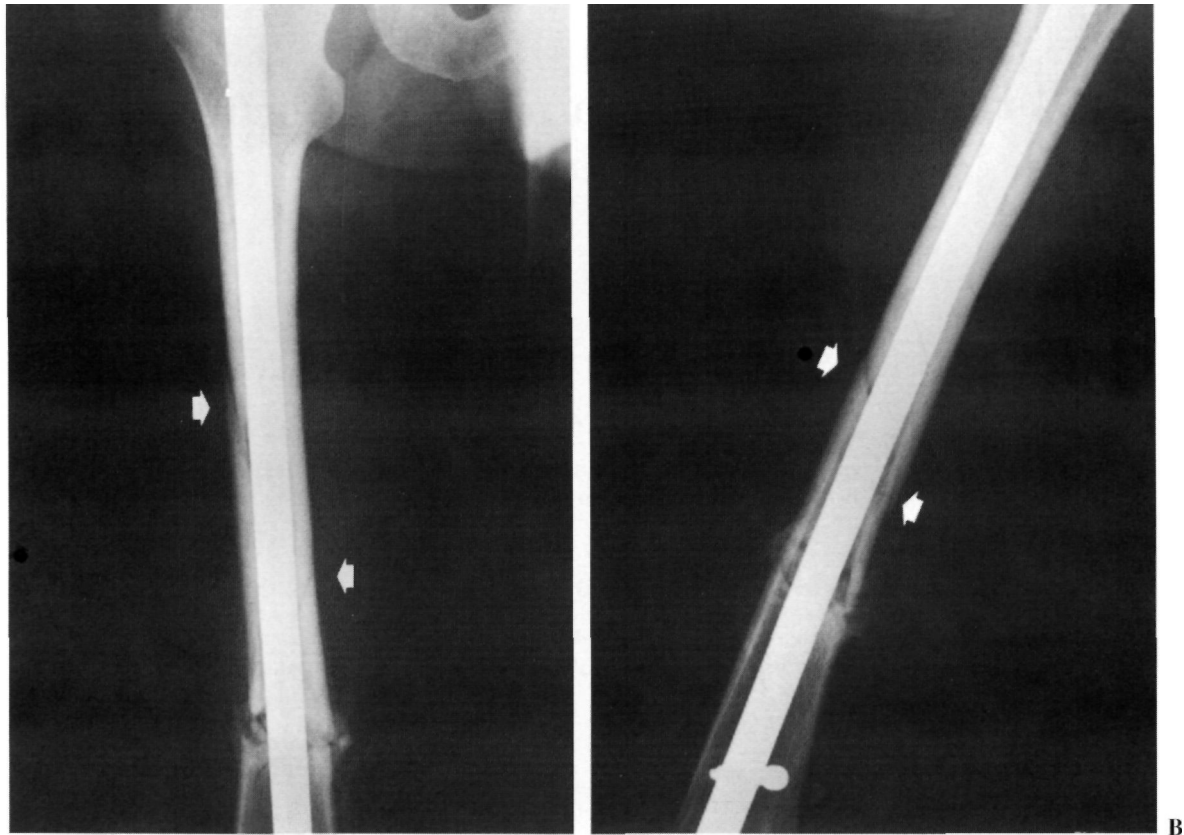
A y B: Radiografía donde se aprecia la formación de callo en la fractura inicial, con una nueva fractura espiroidea en el tercio medio de la diáfisis femoral.
